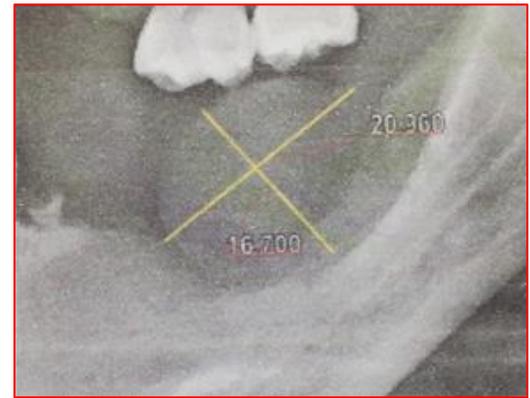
Tomografía CONE BEAN con corte, coronal, axial, sagital y reconstrucción 3D Observándose una lesión hiperdensa en el reborde alveolar desdentado del maxilar inferior izquierdo
